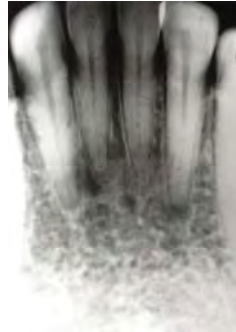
Displasia periapical⁸
